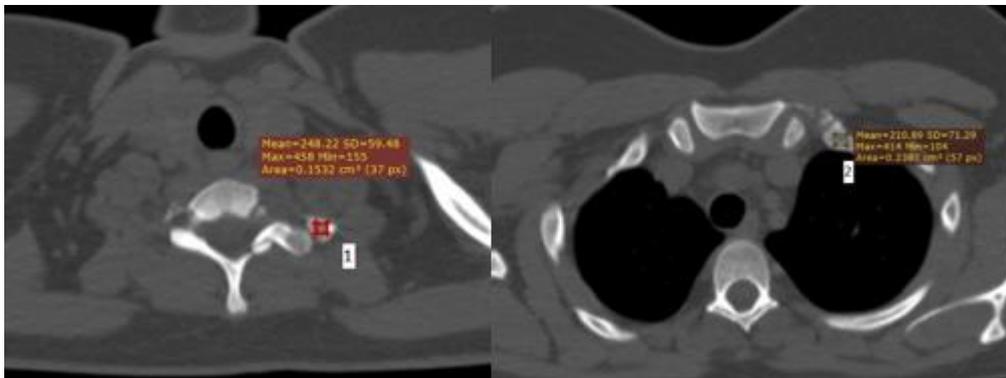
Измерения КТ-плотности первого левого ребра. Обозначения: 1 – ППР буг. (плотность первого ребра на уровне бугорка); 2 – ППР пк. (плотность первого ребра на уровне переднего конца костной части)
